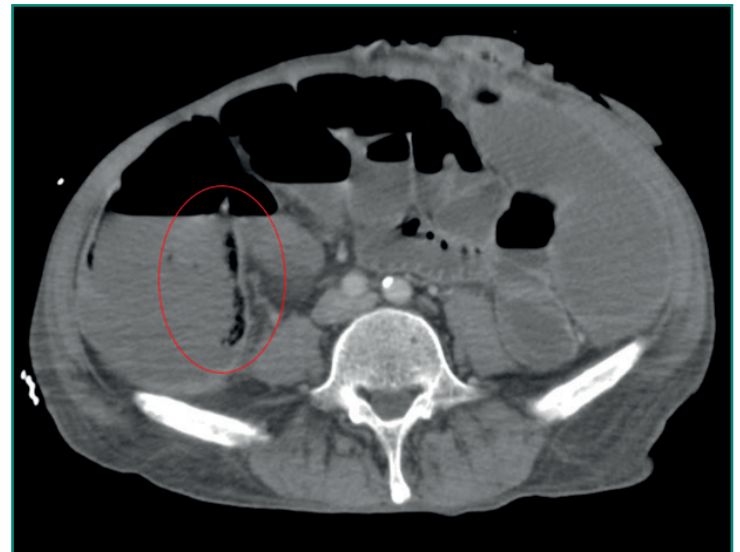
TC abdominal: neumatosis de ciego. Se objetiva la presencia de gas en el interior de la pared del ciego (dentro del círculo rojo). Es preciso conocer el contexto clínico en el que se produce este hallazgo radiológico, que generalmente indica sufrimiento intestinal o isquemia.
